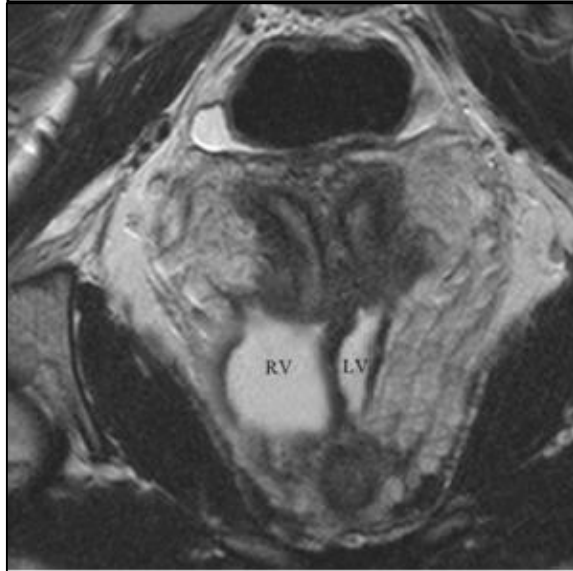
Corte coronal en T2 de resonancia magnética, útero didelfo, demuestra dos vaginas con septo longitudinal.
